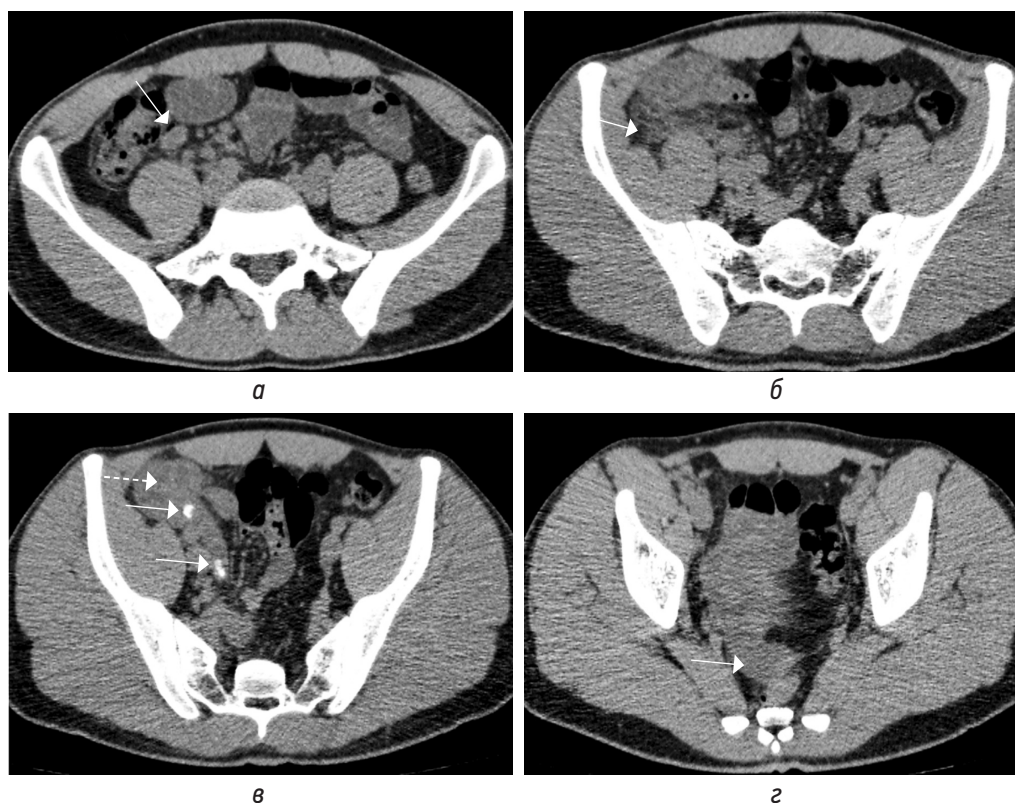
Нативные КТ-томограммы в аксиальной плоскости. Острый аппендицит с реактивной регионарной лимфоаденопатией (а, стрелка), отеком прилежащей жировой клетчатки (б, стрелка), с наличием аппендиколитов (в, стрелки), утолщением стенок слепой кишки (в, пунктирная стрелка), малым абдоминальным выпотом (г, стрелка)
